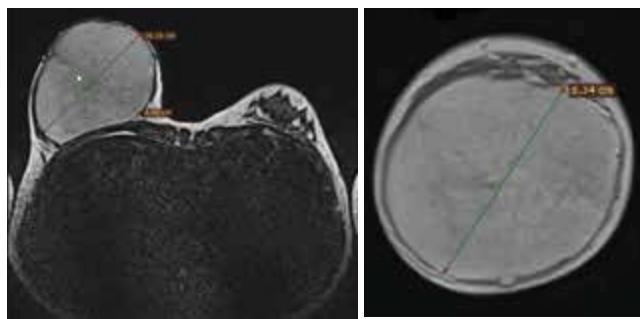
Хвора Р., віком 13 років, МРТ-зображення утворення розмірами $10 \times 8 \times 8$ см із чіткими межами та характеристиками, сумісними з гіантською фіброгіаденомою: А – сагітальний скан, Б – аксіальний скан
